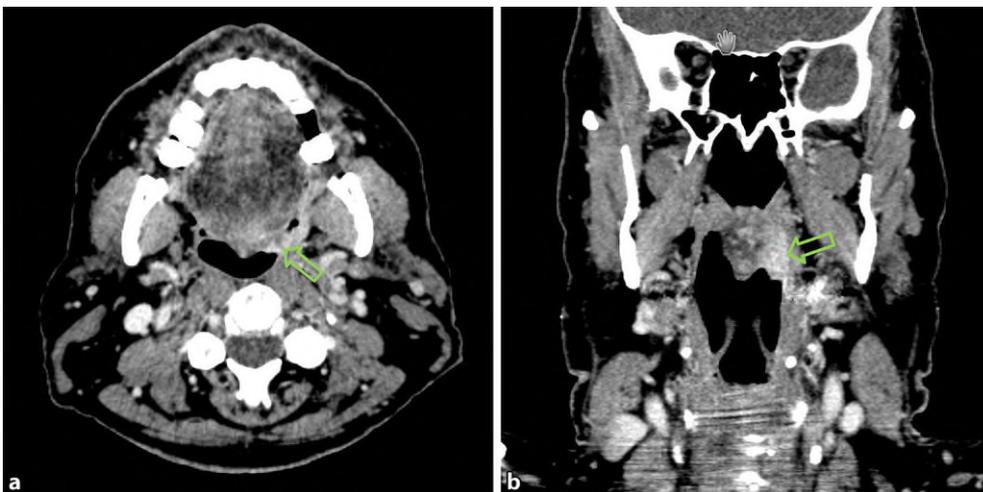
◀ a Computertomographie (CT) des Halses mit Kontrastmittel (KM), axial. Demarkation des Tumors (*Pfeil*) im linken Oropharynx aufgrund des eher flächigen Wachstums nur als diskrete Kontrastmittelaufnahme. b Hals-CT mit KM, koronar. Infiltration des linken Weichgaumens durch den Tumor (*Pfeil*)
